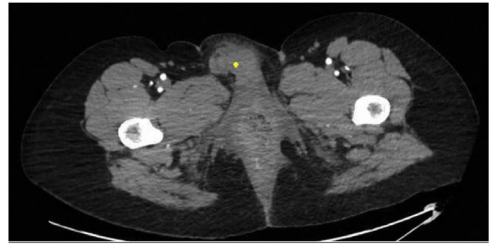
Angio-TAC. Corte transversal. Se objetiva zona de hematoma marcada con punto amarillo. El color de la figura solo puede apreciarse en la versión electrónica.
